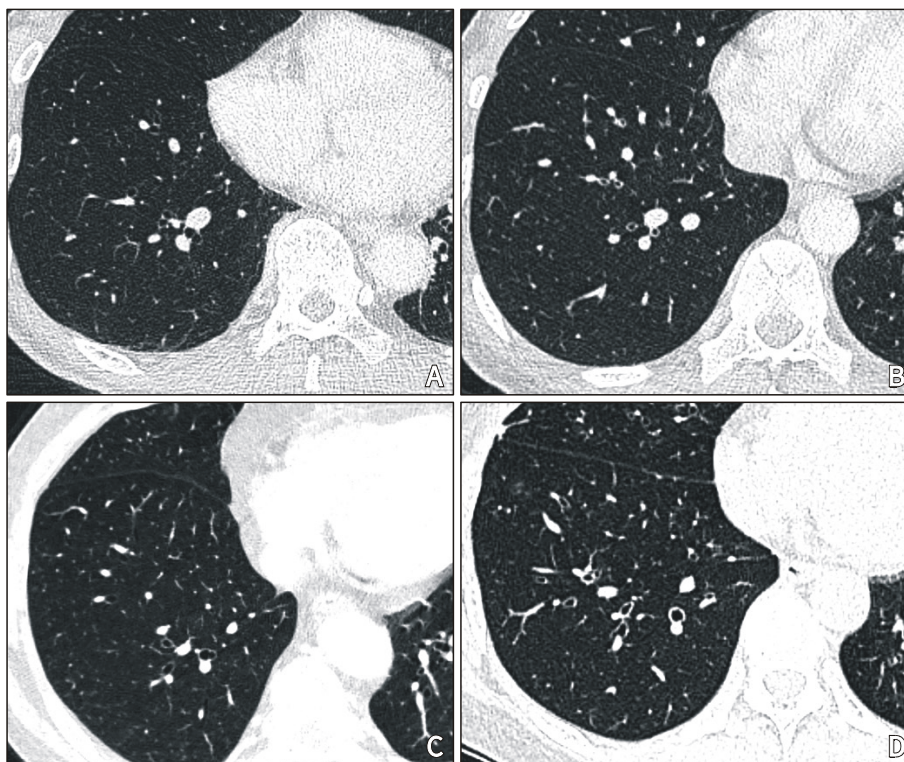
HRCT findings of asthma patients. (A) Normal, (B) Bronchial wall thickening, (C) Bronchial dilatation, (D) Bronchial dilatation with bronchial wall thickening.
